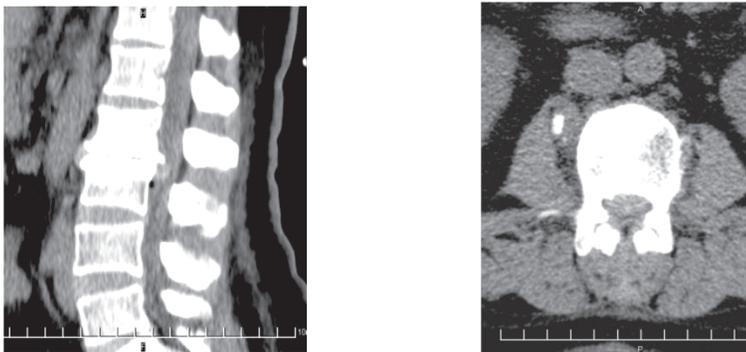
Грыжа диска поясничного уровня по данным МСКТ.
